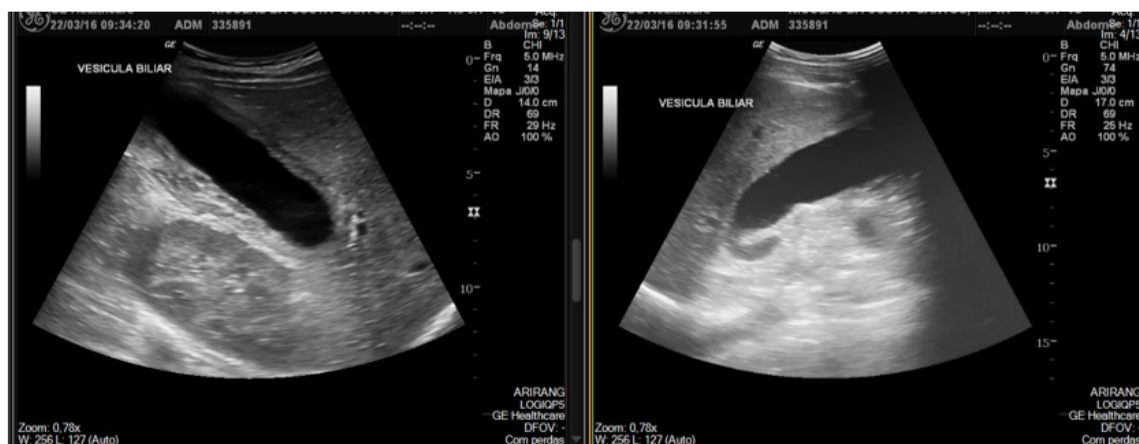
Vesícula biliar com espessamento de parede e lama biliar na ultrassonografia de abdômen total.
